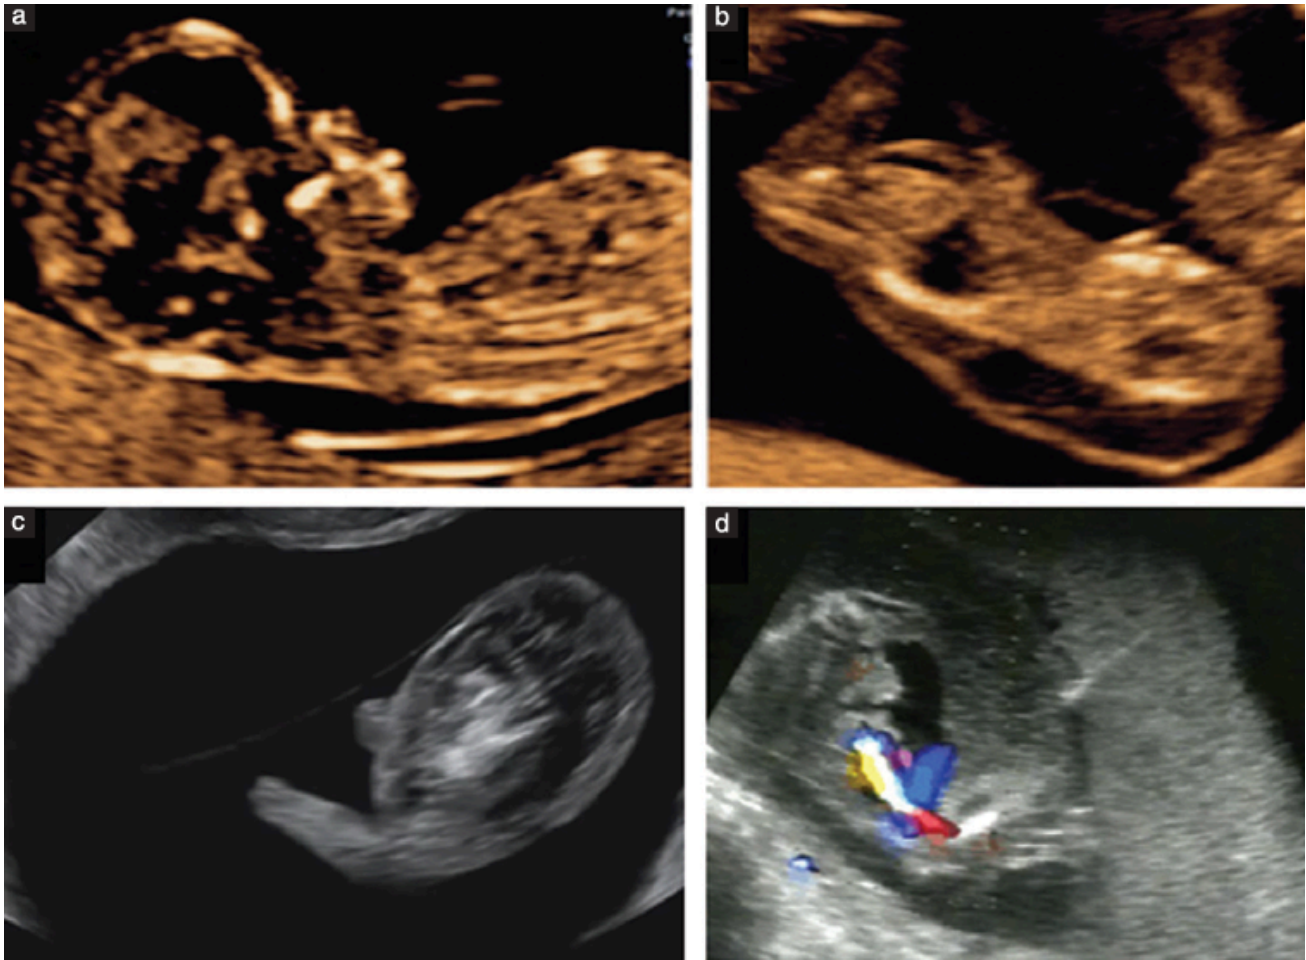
(a) Imagine ecografică în plan sagital a unui geamăn pompă, dintr-o sarcină gemelară complicată cu secvența de perfuzie arterială inversată (TRAP). (b, c) Secțiuni sagitale la nivelul masei TRAP. (d) Tratament cu laser intrafetal, care are scopul de a suprima fluxul sangvin la nivelul masei TRAP. Acul se plasează sub ghidaj ecografic, în interiorul masei TRAP, în apropierea inserției cordonului ombilical.
